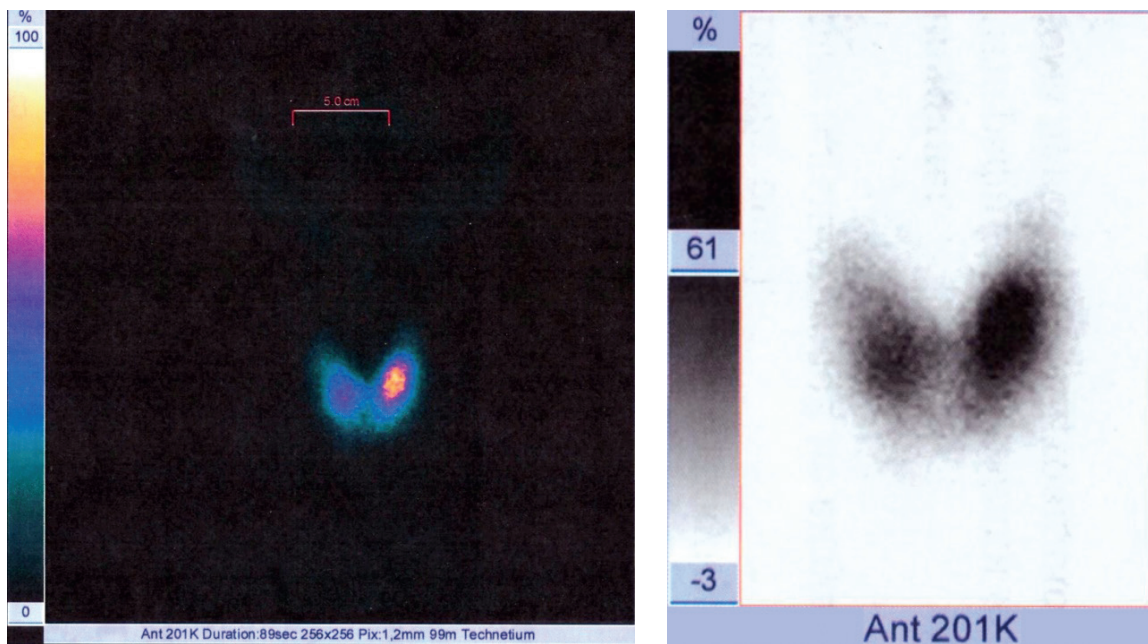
3 Сцинтиграфия ЩЖ. В среднем сегменте левой доли определяется очаг гипераккумуляции РФП.
